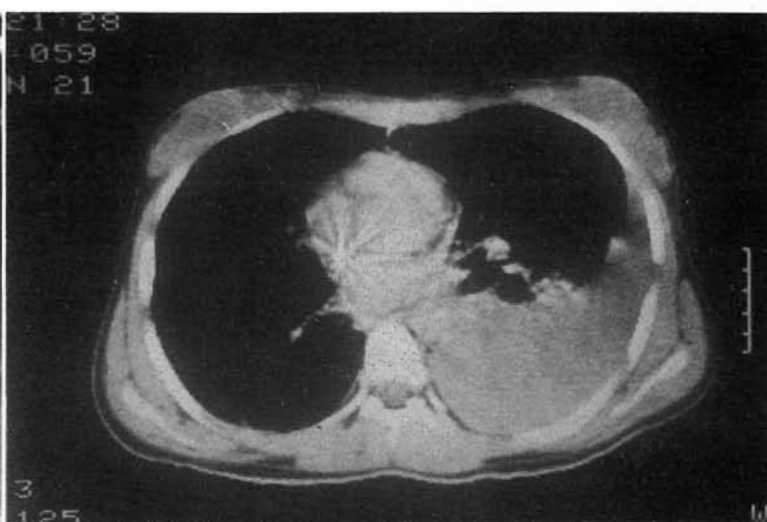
TAC preoperatorio del caso II. Se puede apreciar hemotórax izquierdo y una imagen intraluminal en aorta descendente compatible con «flap intimal».
